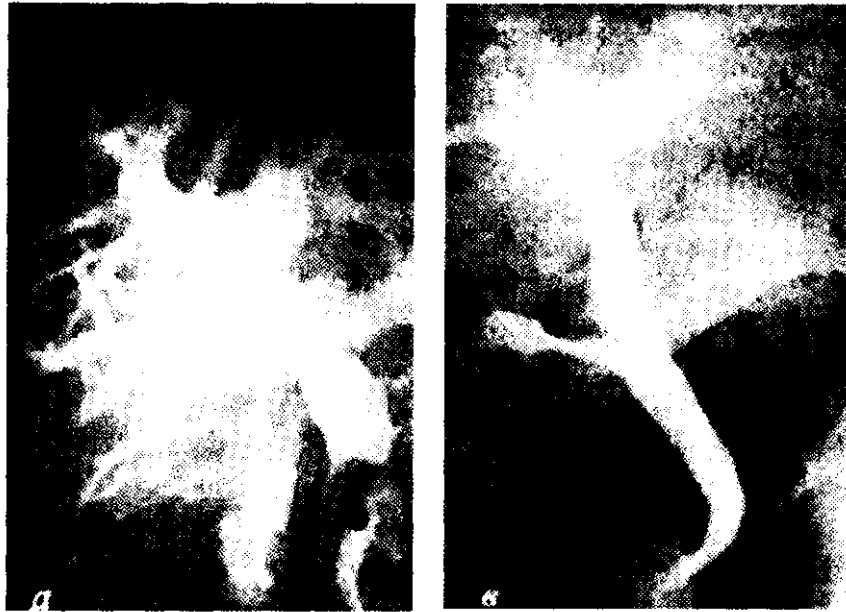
Рентгенограммы при прямом контрастировании желчных протоков:
